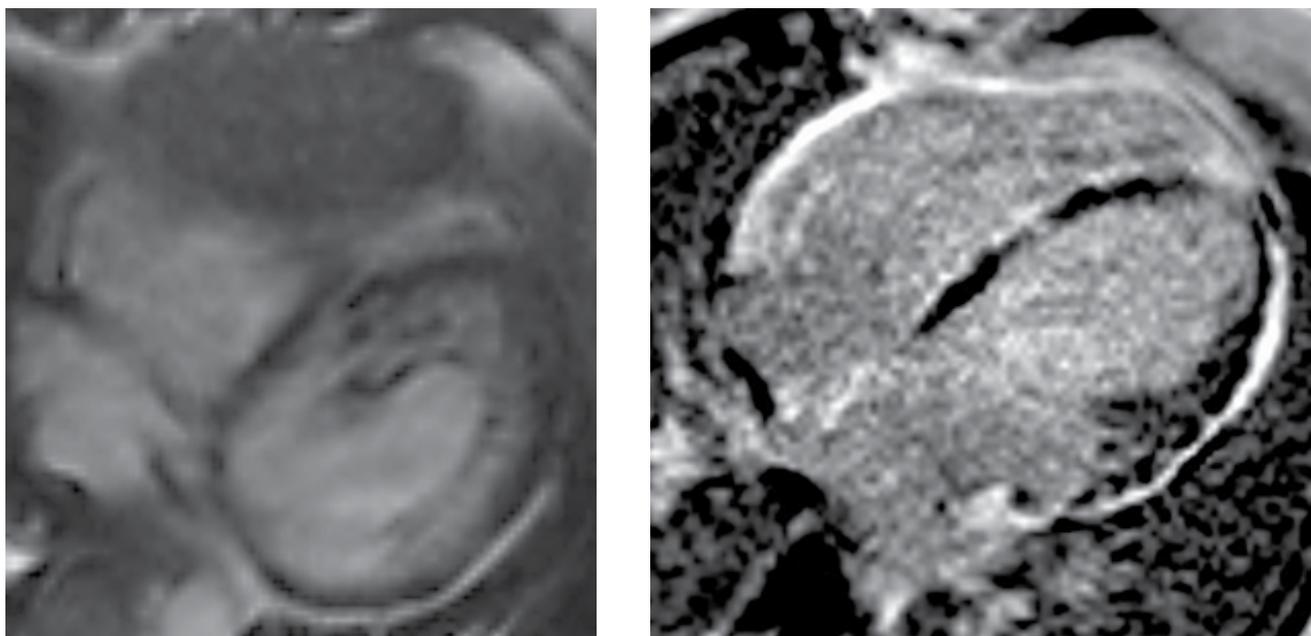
(а, б). МРТ сердца пациентки с сочетанием АДПЖ и некомпактного миокарда.
